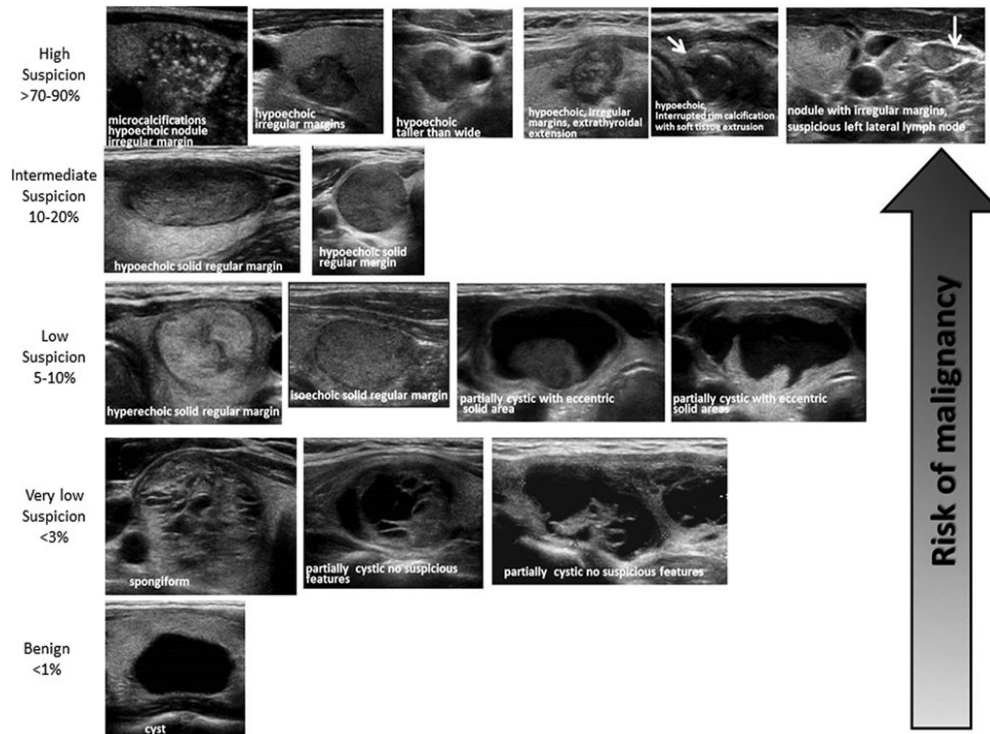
⁴⁵ immagini ecografiche di noduli tiroidei a malignità crescente dal basso verso l'alto
